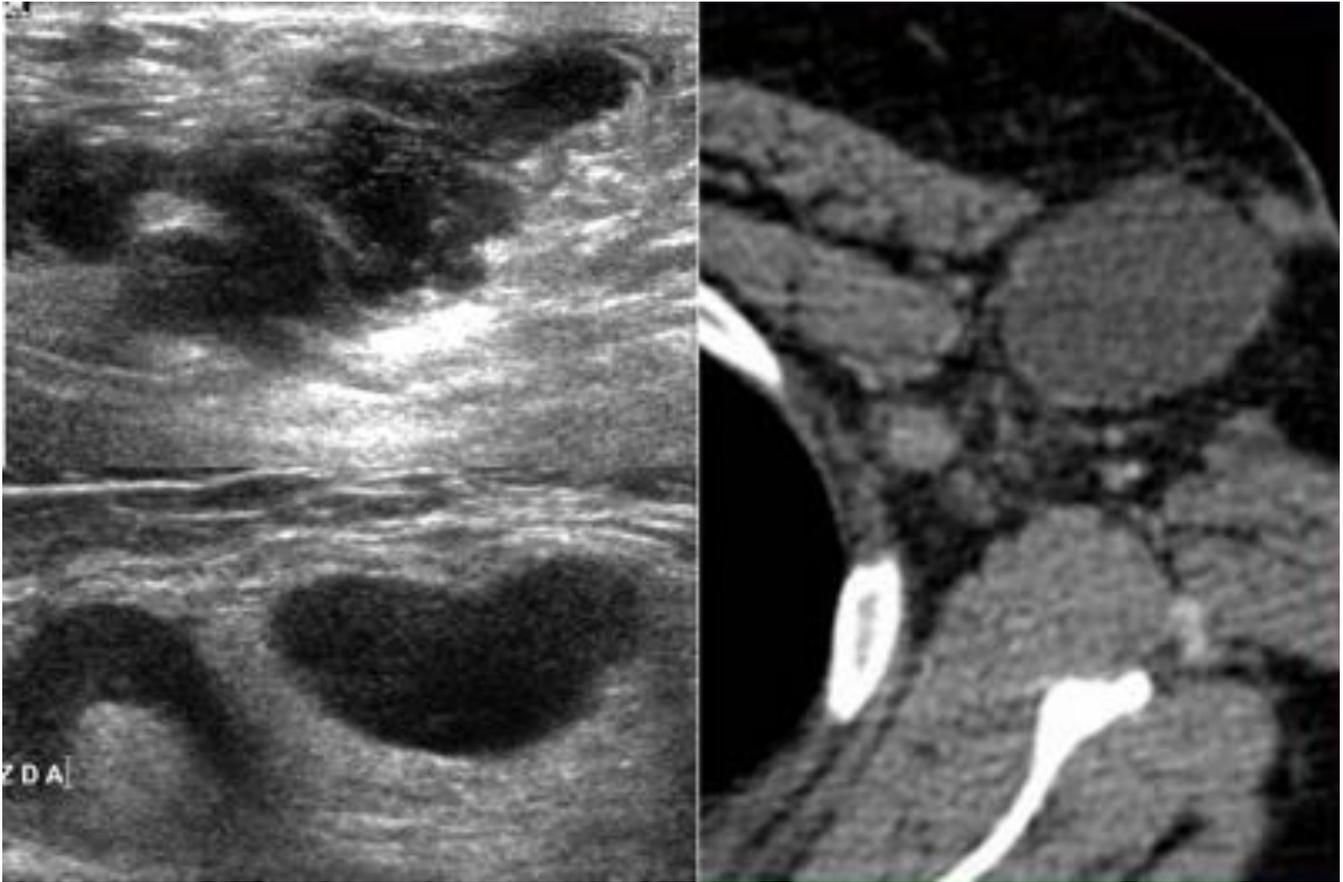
Paciente de 44 años con clínica de mastalgia y aumento de volumen de la mama izquierda. La ecografía muestra engrosamiento del plano cutáneo, bandas fluidas y adenopatías axilares. Estudio TC mostrando la existencia de adenopatías hipodensas. El paciente requirió biopsia y cirugía, con un diagnóstico final de infección crónica por micobacterias (tuberculosis mamaria y tuberculosis ganglionar axilar).
